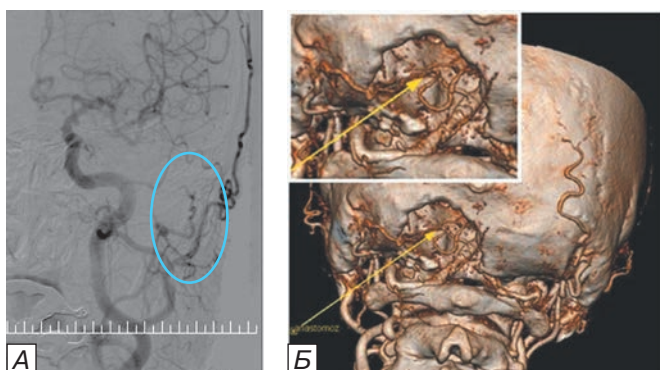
Контроль функционирования анастомоза. а — церебральная ангиограмма прямая проекция, 1-е сутки после операции (ЭИКМА обозначен синим кругом). б — 3D-КТ-ангиограмма, визуализируется трепанационное окно в затылочной кости, левая затылочная артерия и левая ЗНМА, анастомоз между ними (указан стрелкой).
